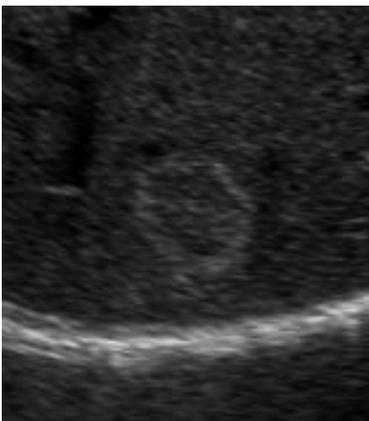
肝-6 マージナルストロングエコー (カテゴリー2)
